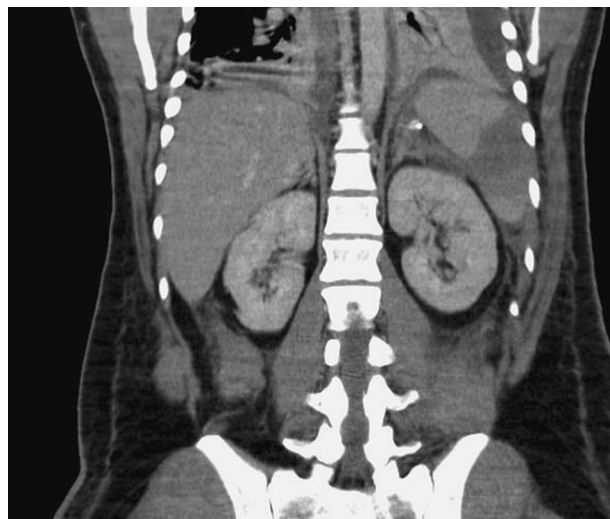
Tomografía computarizada de control al mes. Infarto esplénico.
